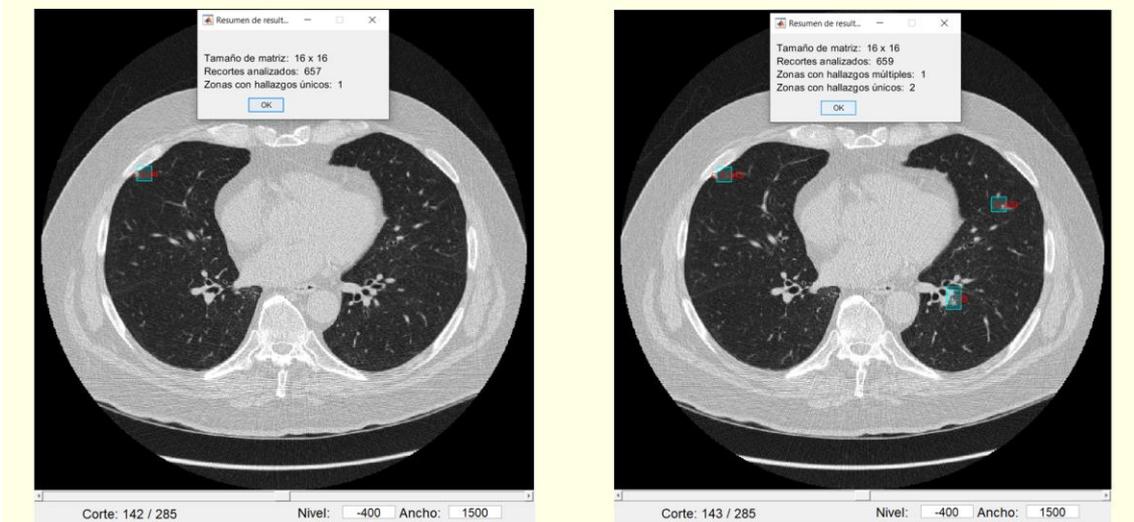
Casos TC de tórax. Caso 10: ejemplos de análisis del nódulo 2
